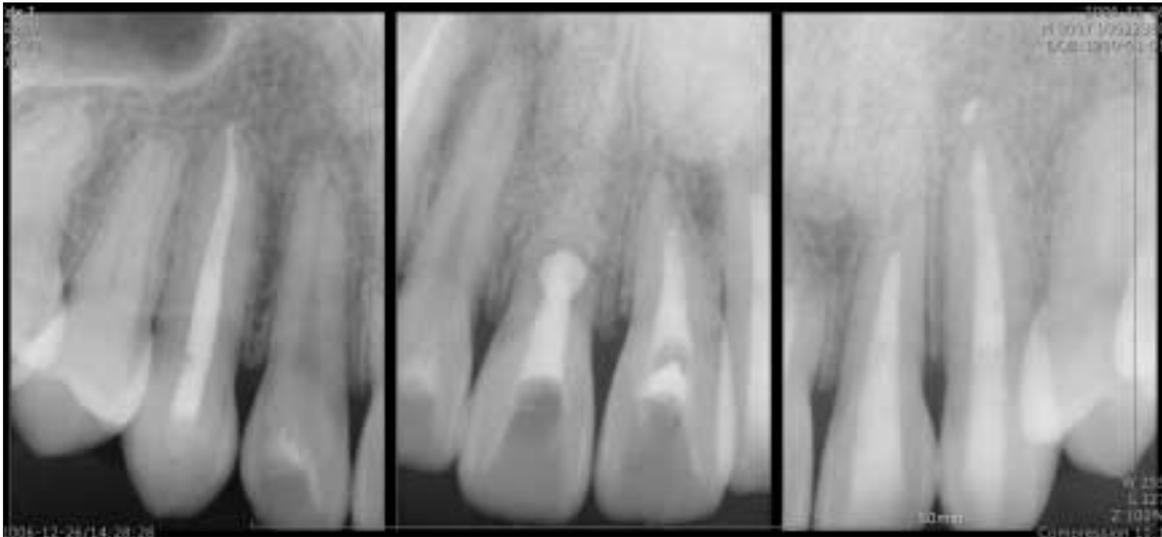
Periapical view after 12 months.
